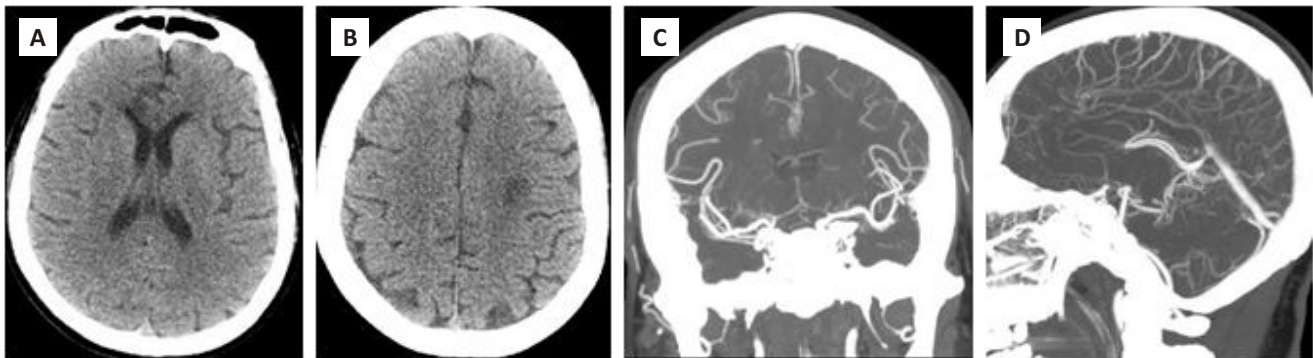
Patient no. 4, a 59-years-old female with Covid-19 positive and brain infarcts related vasculitis. Non contrast CT showed multiple infarction area involving genu of bilateral corpus calosum (Fig. 2A) and left centrum semi ovale (Fig. 2B). CTA showed small caliber with vessel irregularity of bilateral anterior cerebral arteries (ACA) on coronal (Fig. 2C) and sagittal maximum intensity projection (MIP) images (Fig. 2D) related to vasculitis.
